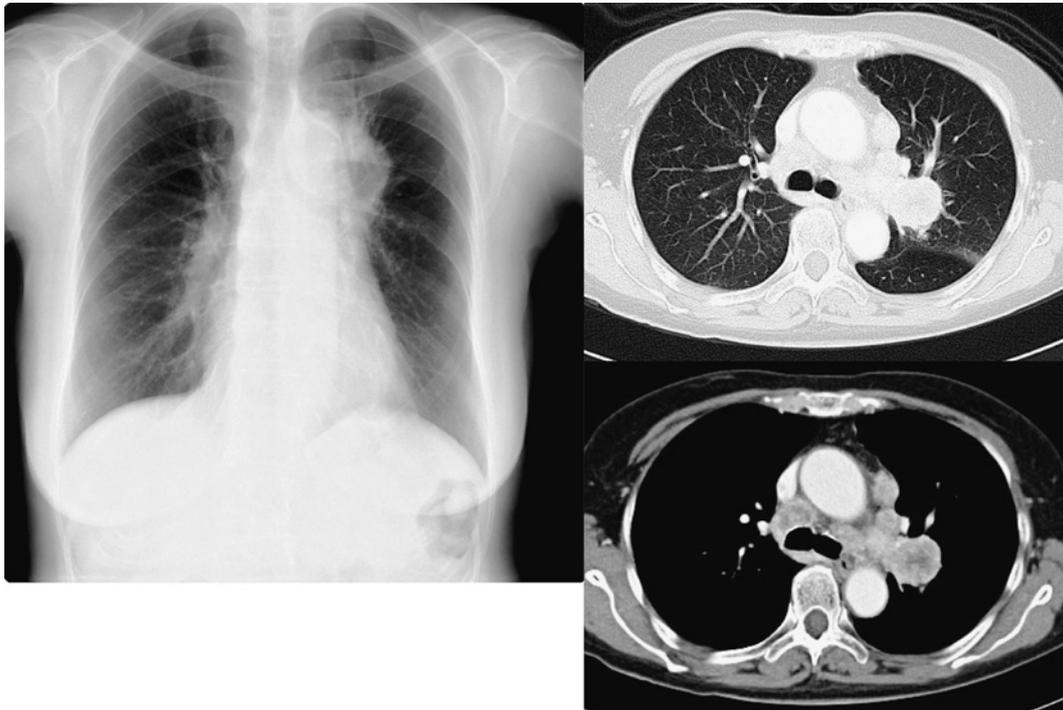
The initial chest radiograph showed a shadow in the left upper lung field. A chest computed tomography scan revealed a 28-mm nodule in the left upper lobe and enlargement of multiple mediastinal lymph nodes.
